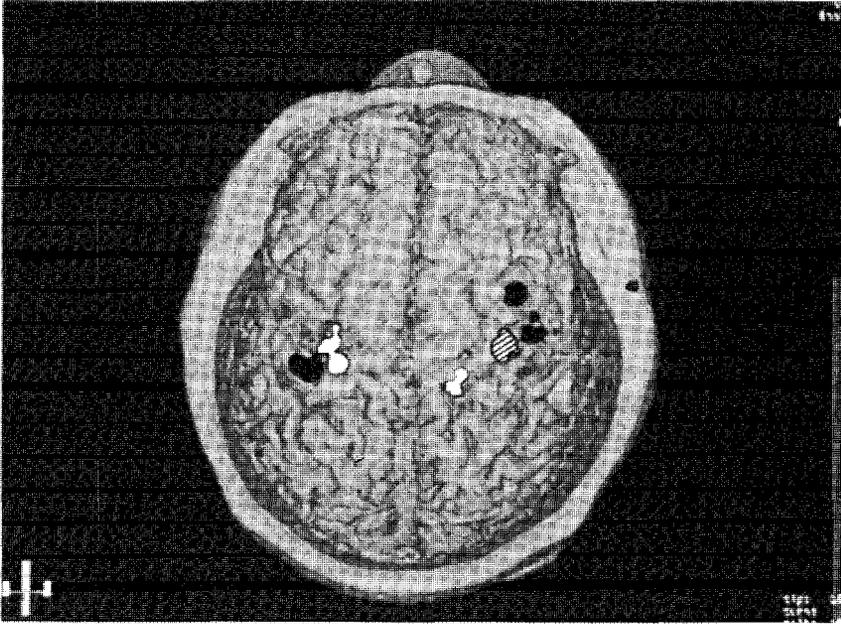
Magnetoencefalograma (MEG) superpuesto a una imagen de resonancia magnética (RM) del cerebro de un paciente con el brazo derecho amputado por debajo del codo. El cerebro está visto desde arriba. El hemisferio derecho presenta una activación normal de las zonas de la corteza correspondientes a la mano (rayada), la cara (negra) y la parte superior del brazo (blanca) en el mapa de Penfield. En el hemisferio izquierdo no hay activación correspondiente a la mano derecha, amputada, pero la actividad de la cara y la parte superior del brazo se ha «extendido» a esta zona.
